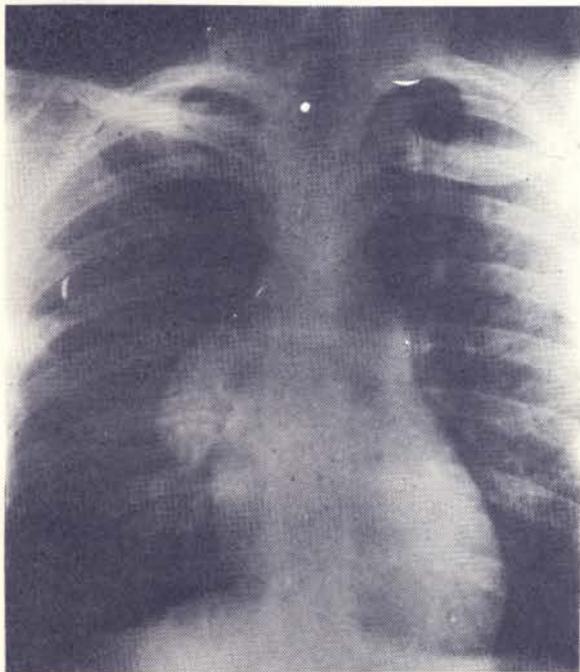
Paciente No. 1; radiografía de tórax PA mostrando prominencia del arco de la arteria pulmonar y afinamiento brusco de las ramas arteriales distales.
